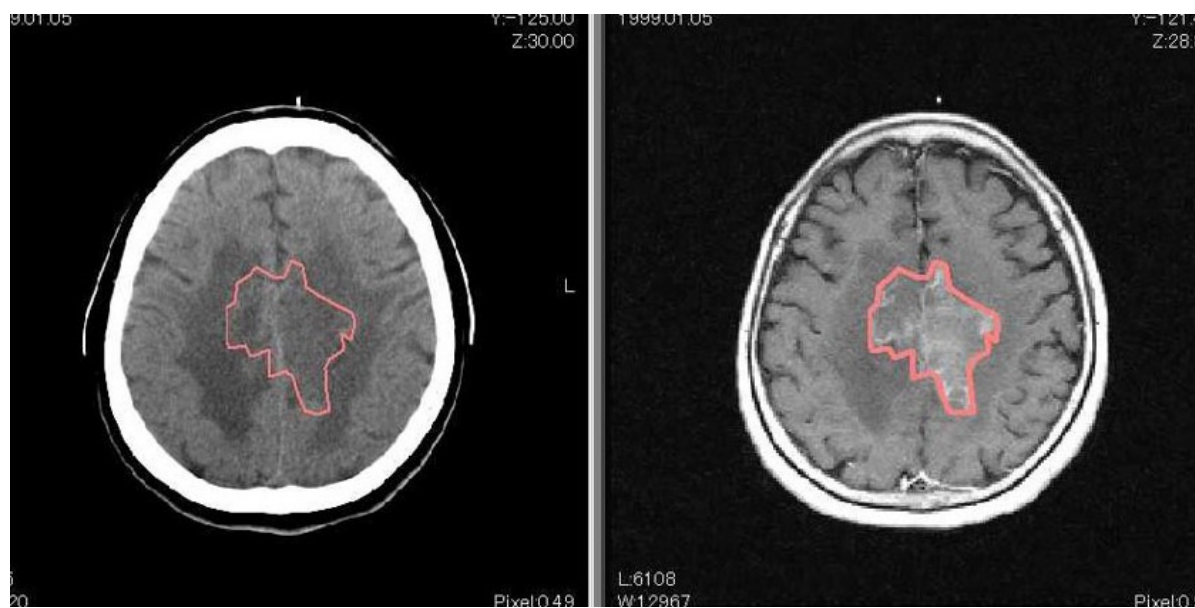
CT 画像と MR 画像を使用したターゲットの入力
